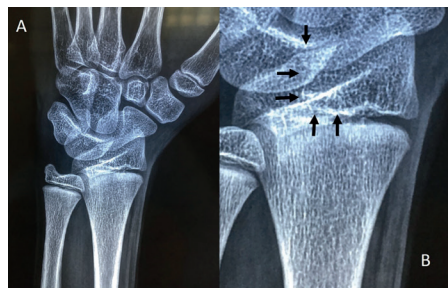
Radiografía simple de tercio distal de antebrazo y carpo derechos en vista anteroposterior (A), se muestra trazo de fractura a nivel fisiario del radio distal, con trazo perpendicular a la fisis alcanzando la articulación radiocarpiana. En (B,) acercamiento, con flechas negras siguiendo el trazo de fractura. Corresponde a fractura de Salter-Harris tipo III.
